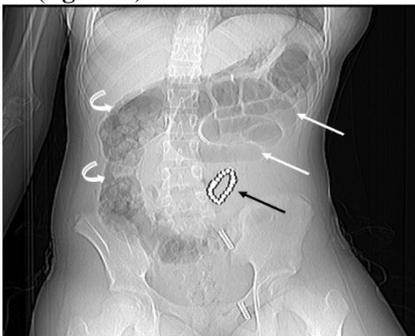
Scout view de la TDM abdominale montrant le corps étranger métallique (flèche noire), une distension aérienne de l'intestin grêle (flèches blanches) et du côlon contenant d'importantes matières fécales (flèches courbes).
